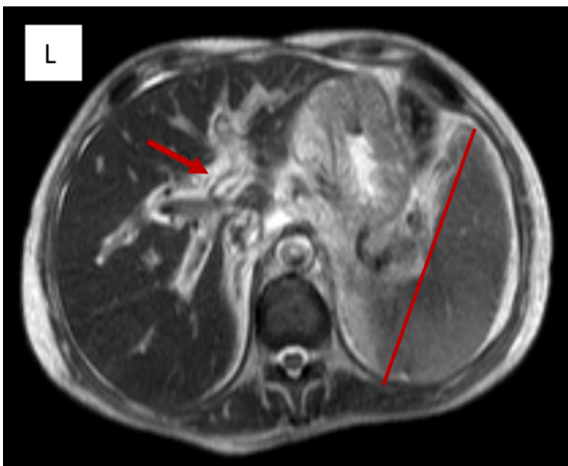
Hígado de morfología conservada, sin presencia de lesiones focales o difusas. Se evidencia discreta dilatación de vías biliares intrahepáticas, edema periportal y líquido perihepático. Bazo con aumento de su grosor y diámetro anteroposterior. Imagen obtenida de IDACA – Colangiografía por resonancia magnética.
